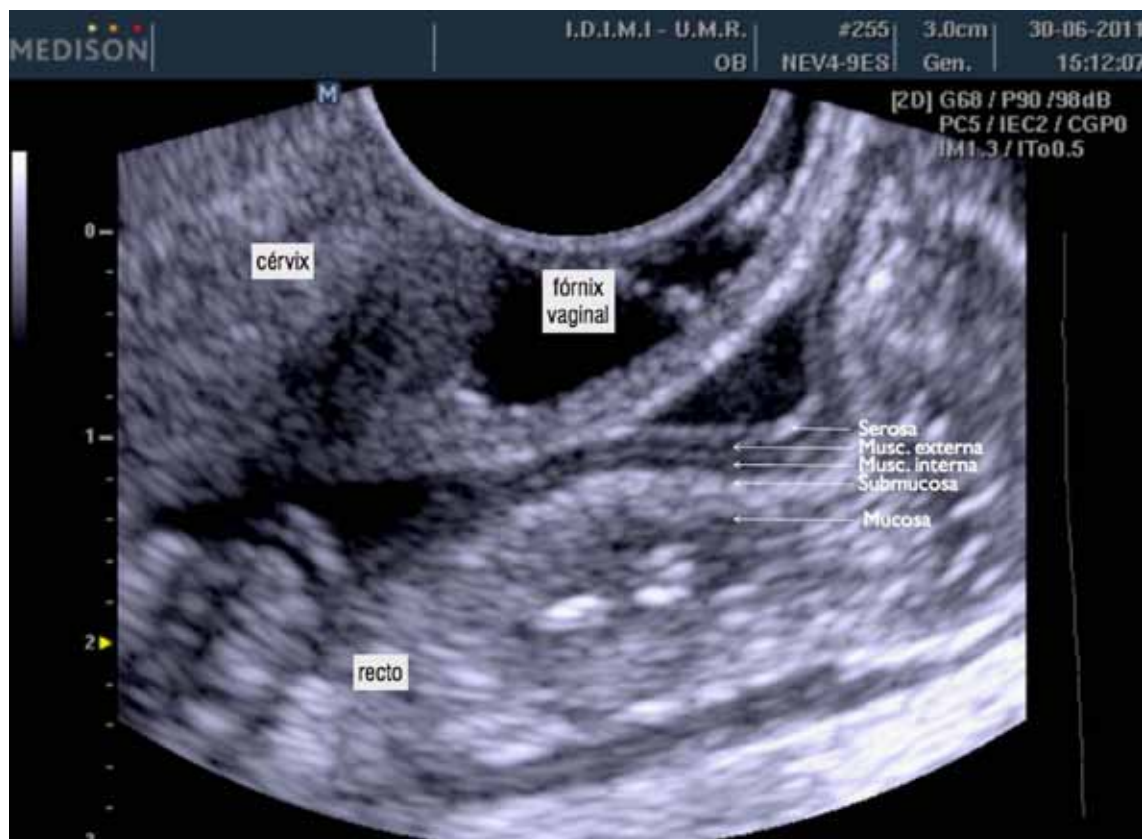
Evaluación ultrasonográfica del tabique recto-vaginal.
